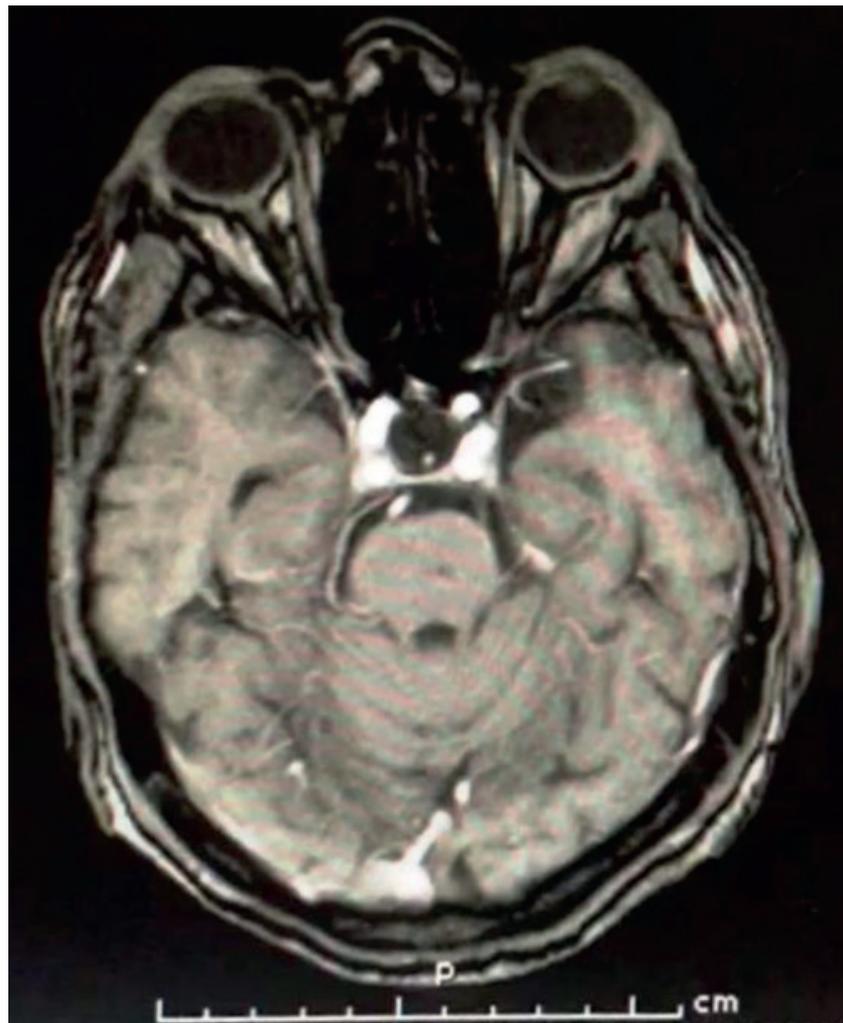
T1 weighted MRI image, axial plane, showing the complete resection of tumor in postoperative.
